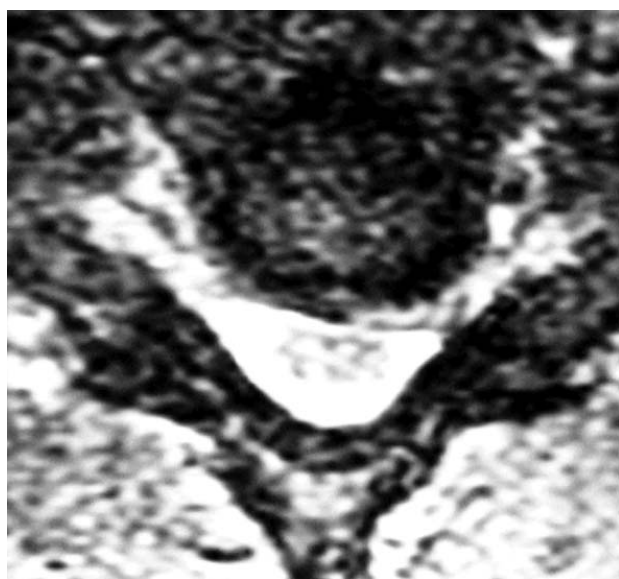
МР-скан левосторонней протрузии шейного МПД
